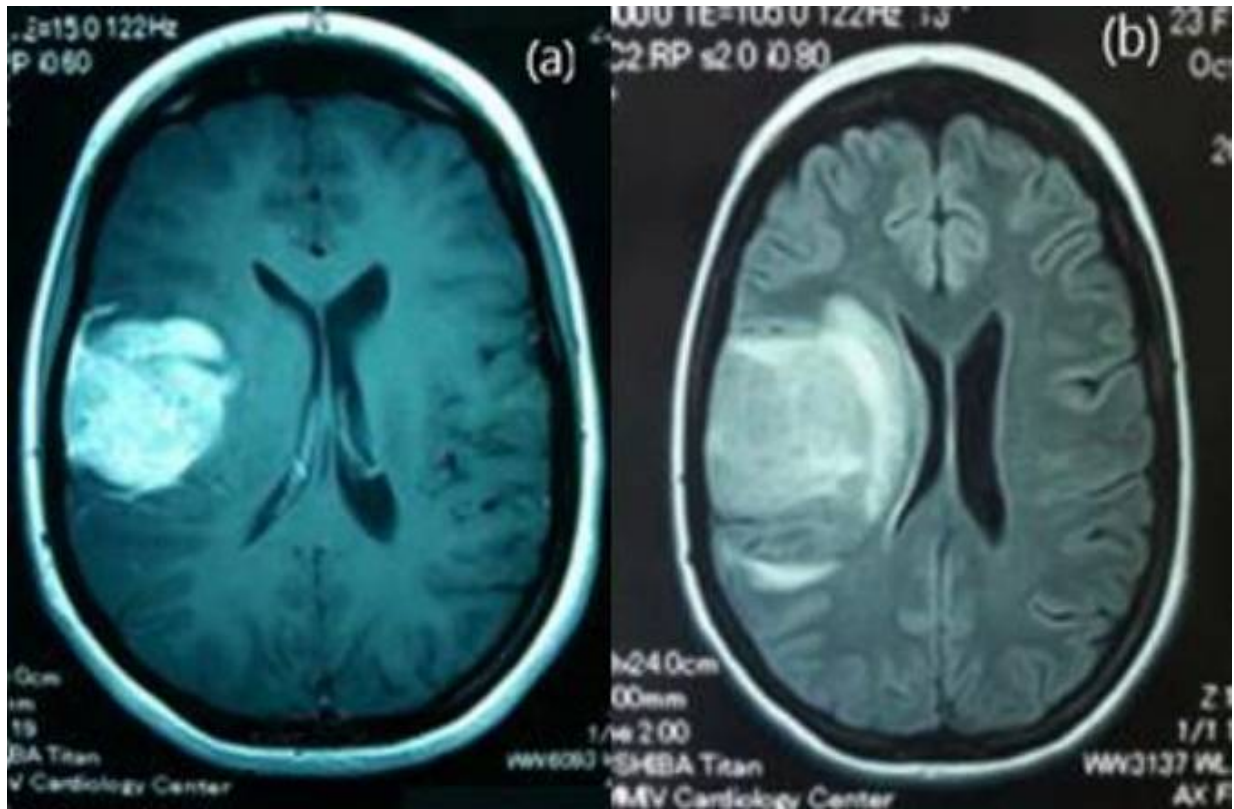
IRM axiale pondérée en T1 avec prise de contraste (a) et IRM Flair (b) montrant une masse de renforcement hétérogène dans la région temporo-pariétale droite.
